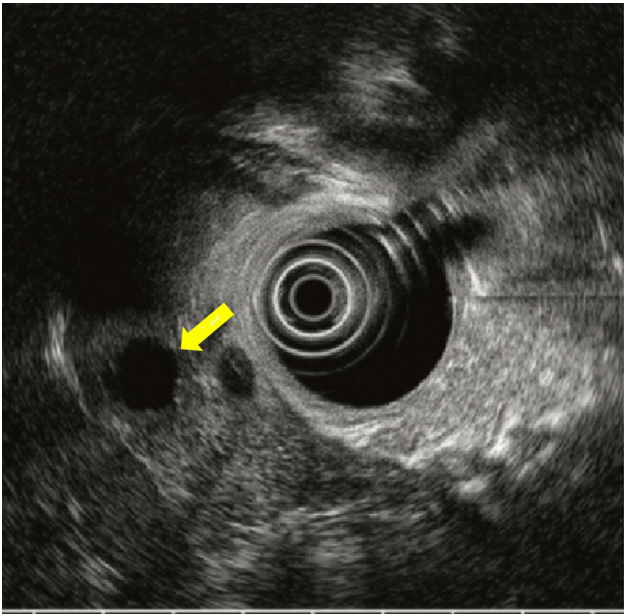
Endoscopic ultrasound image shows an approximately 1.3-cm-size cystic lesion (arrow) in the tail of the pancreas.
